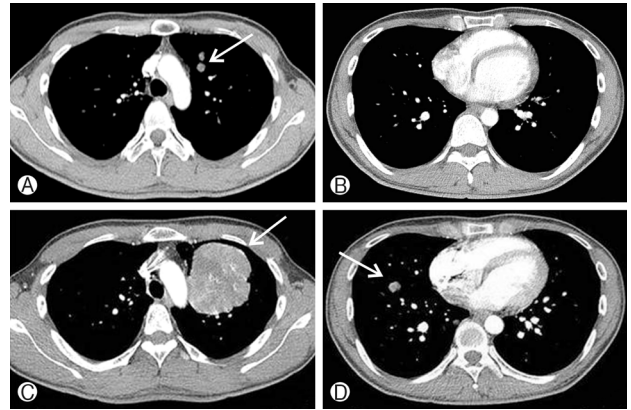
Chest computed tomography (CT). Compared with (A) and (B) previous chest CT results (April 2010), (C) the mass size and (D) the number of metastatic nodules increased (April 2012).
